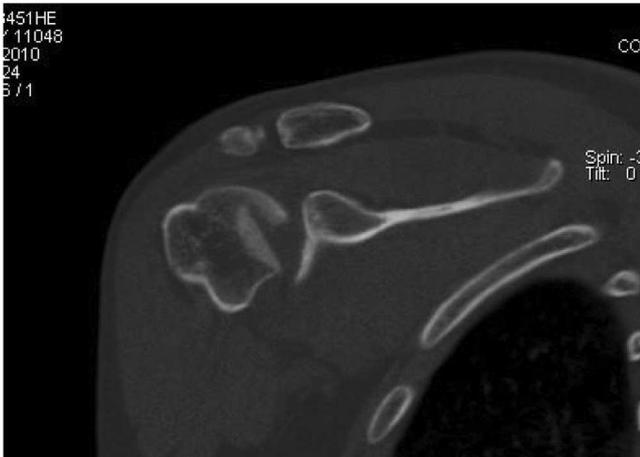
Imagen de corte axial de tomografía computarizada de hombro derecho; lesión tipo Hill-Sachs inversa luego de la reducción cerrada de la luxación.
